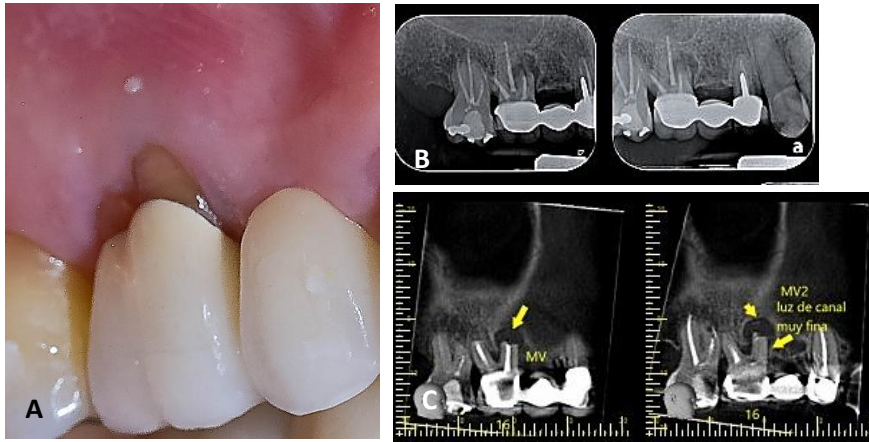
Diente 1.6 con (A). Presencia de fistula a nivel apical, (B). radiografía periapical, zona radiolucida en raíz Mesiovestibular del 1.6 compatible con lesión apical, (C). CBCT se observó una zona hipodensa en raíz mesiovestibular.
